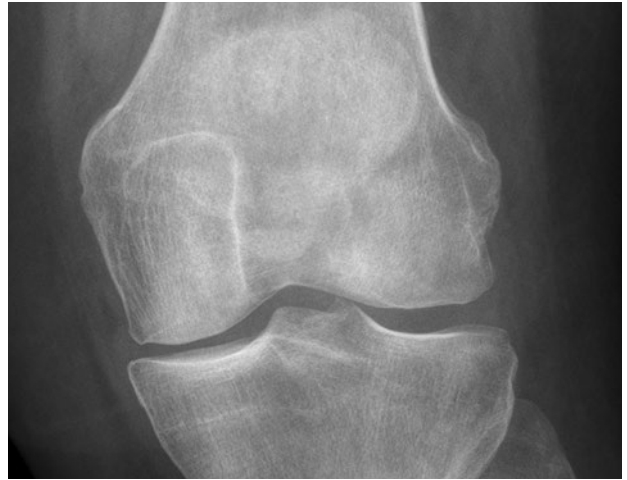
Radiografía anteroposterior de la rodilla izquierda de una paciente con dolor intenso de dicha rodilla de 15 días de evolución, sin presencia de derrame ni signos inflamatorios en la exploración de la misma. El dolor cede casi por completo en reposo, pero se acentúa al cargar, lo que impide la marcha. No se observan cambios radiológicos y se informa la radiografía como normal.
